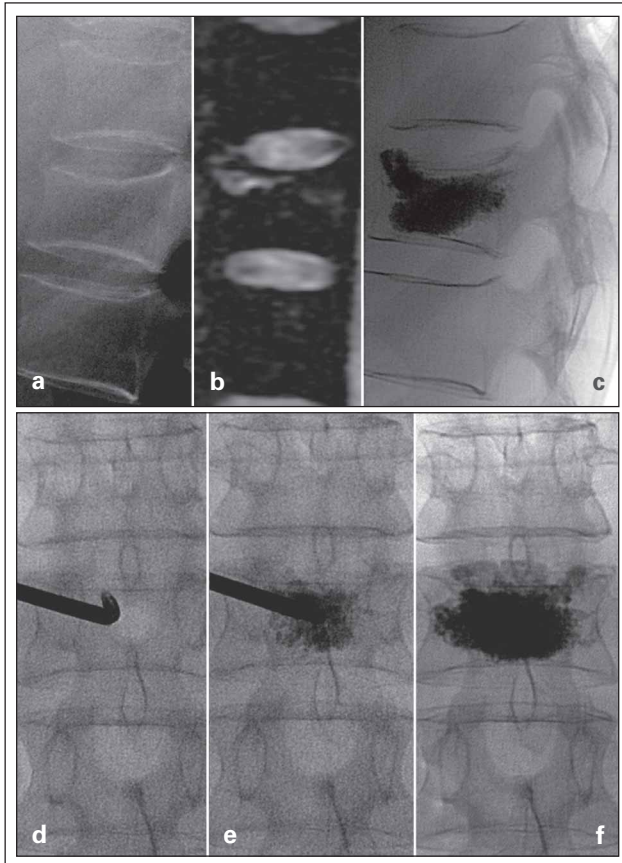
Fallbeispiel 1: Wirbelkörperkompressionsfraktur Th12, Frakturalter 7 Tage, Grad 1, (a) laterale Röntgenaufnahme, (b) sagittale PDW fs MRI, (c) laterale Röntgenaufnahme nach Behandlung, (d–f) unilaterale Augmentation (Durchleuchtung ap): Bei zunächst zentralem Zementdepot weitere PMMA-Applikation mit schließlich guter Abstützung der Wirbelkörpervorderkante bei gleichzeitig kontrolliertem Vordringen bis an die Hinterkante. Im Ergebnis symmetrische Zementverteilung sowie geringe anteriore Höhenrekonstruktion und Kyphosekorrektur.
